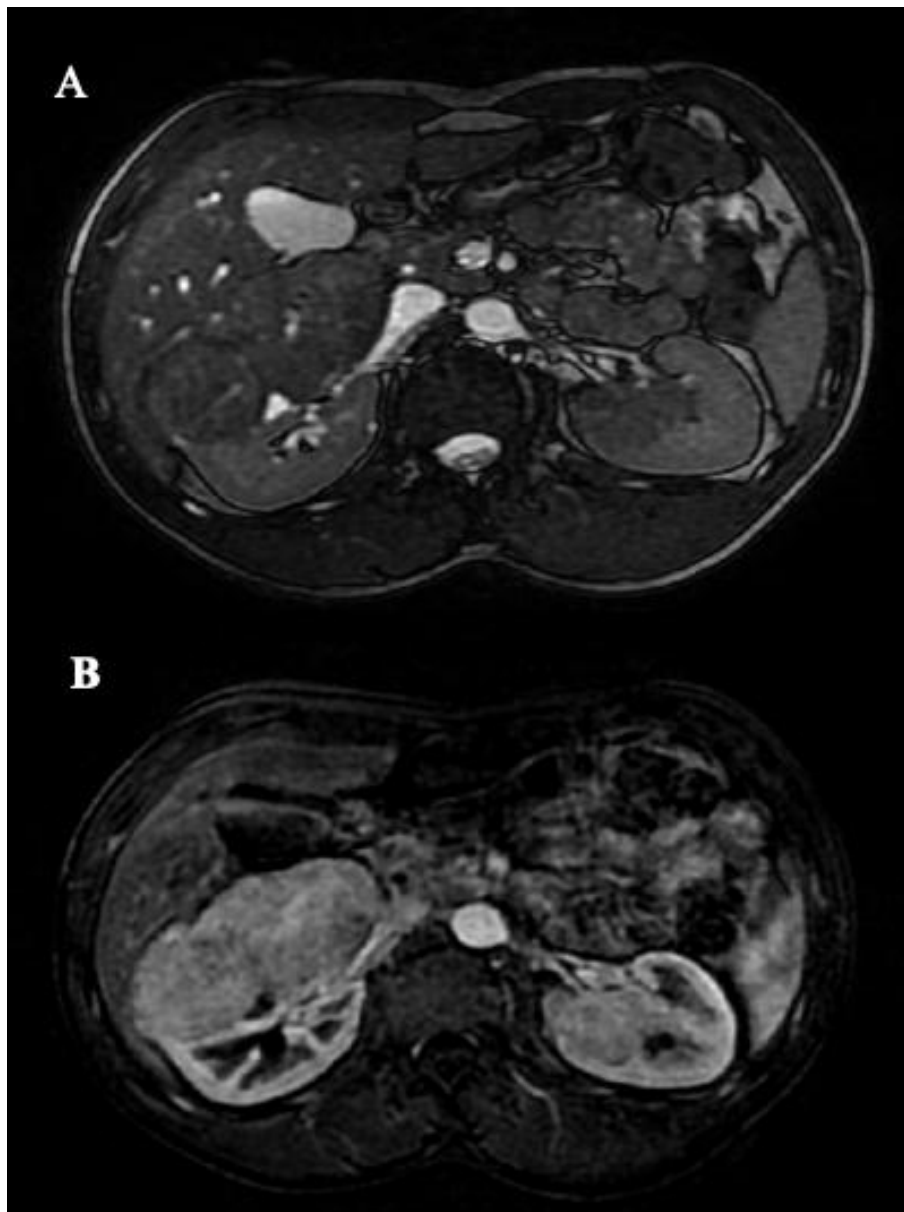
Image IRM montrant de multiples masses rénales bilatérales en hyposignal T2 (A) et un effacement du signal de la graisse en FATSAT (B) en rapport avec des AMLs(CHU Hassan II de Fès)
